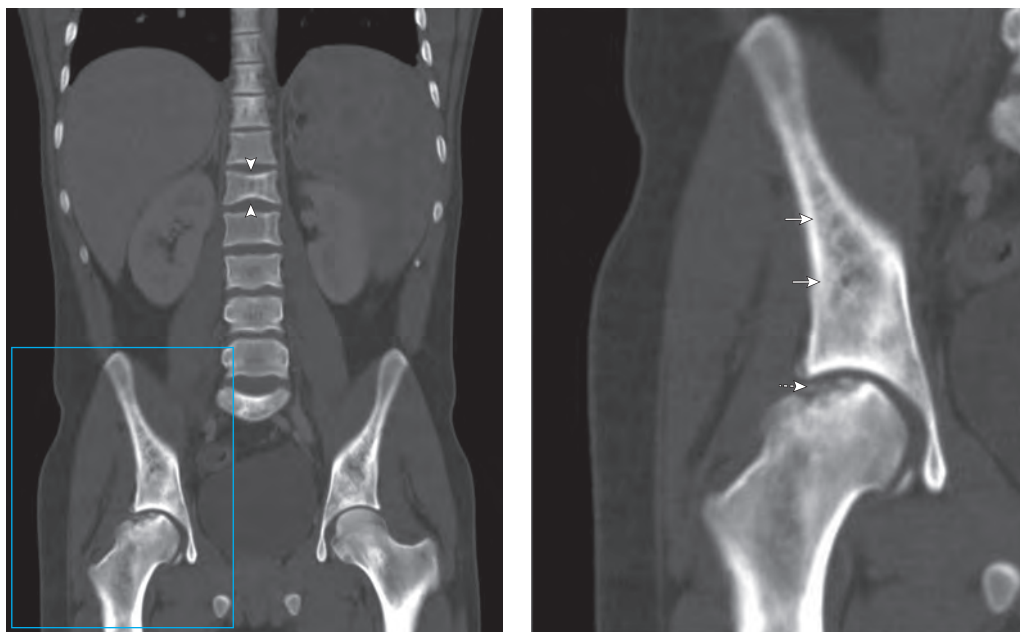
Большой СКА. КТ, фронтальная реконструкция томограмм. В костях таза определяется пятнистый остеосклероз, рисунок кости представлен расширенными и утолщенными трабекулами (стрелки). Тела позвонков уплощены, замыкательные пластинки тел позвонков вдавлены (головки стрелок). По верхнему краю головки правой бедренной кости определяются фрагментированные деструктивные изменения с субартикулярным склерозом, обусловленные аваскулярным некрозом (пунктирная стрелка). Спленомегалия.
